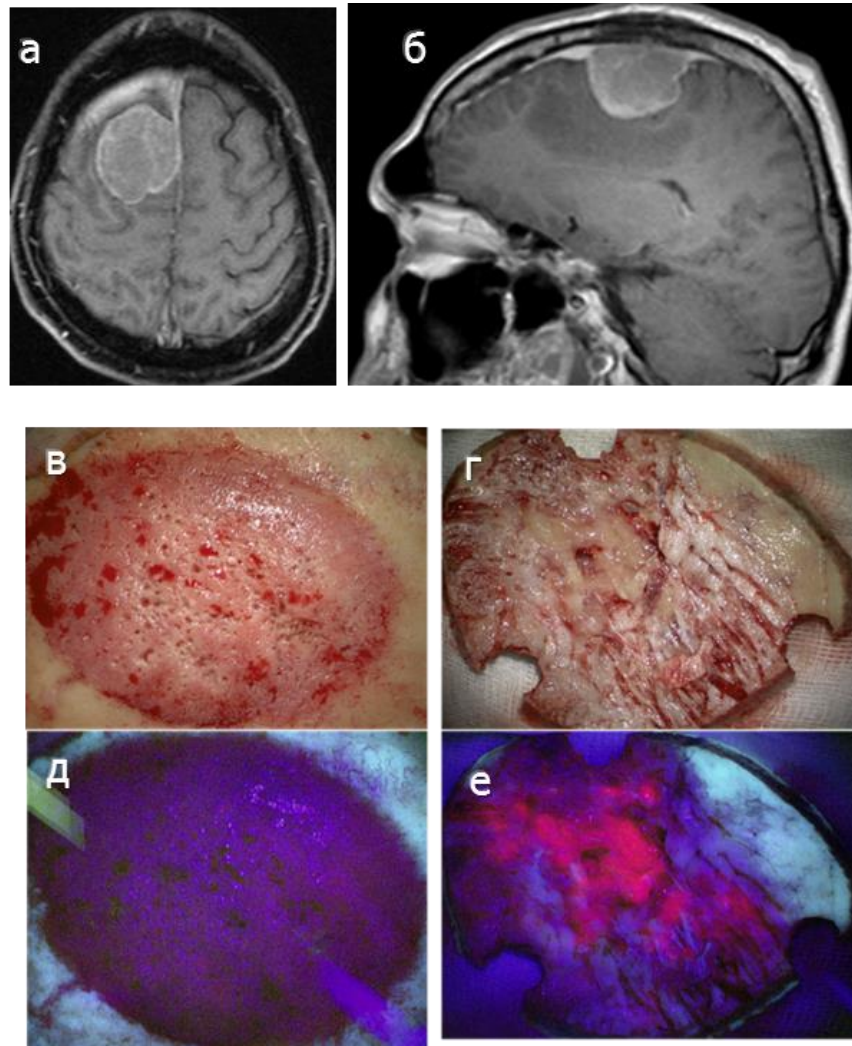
Пациент М., 56 лет, клиническое наблюдение 25: а и б- МРТ до операции в Т1 режиме с контрастированием в сагиттальном и аксиальном срезах, в и г - исследование кости, пораженной гиперостозом в белом свете и д, е – в режиме флуоресценции: наружная кортикальная пластинка не светится, внутренняя – интенсивно флуоресцирует. Удаление костного лоскута с последующей пластикой материалом Palacos Versabond.
